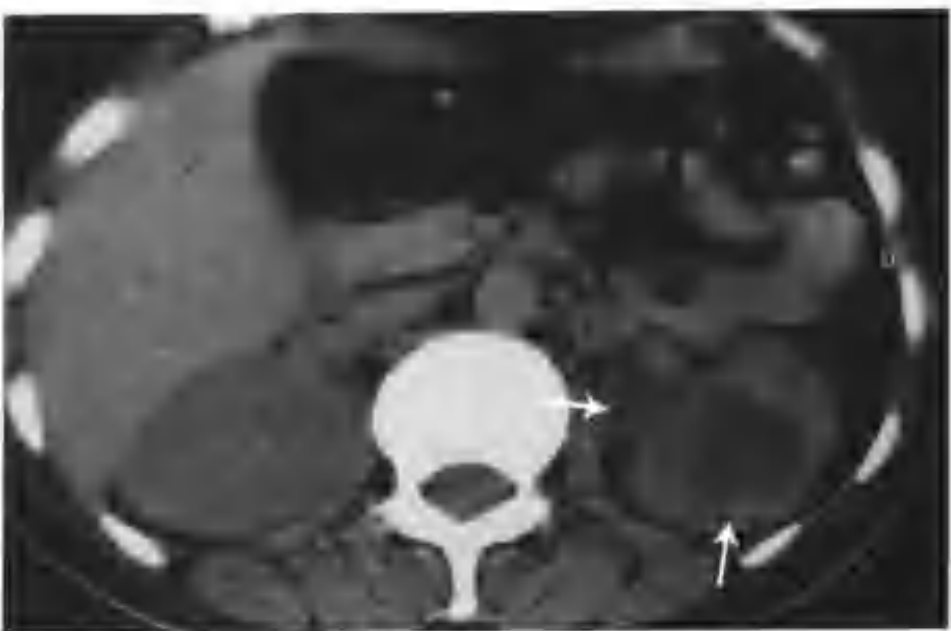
与图 4-1-24 为同一病例，CT 平扫不同层面示扩张的肾盂、肾盏 (箭头)
